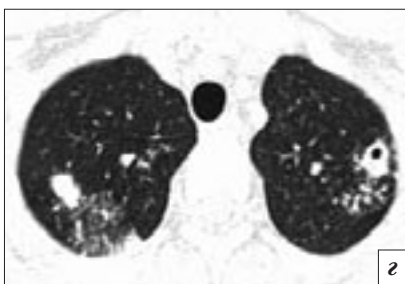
Компьютерные томограммы пациента С., 11 лет. Туберкулез внутригрудных лимфатических узлов в фазе инфильтрации, осложненный лимфогенной диссеминацией (микобактерии туберкулеза выявлены методом люминесцентной микроскопии): *а* – конгломерат паравазальных лимфатических узлов верхнего средостения; *б* – увеличенные паравазальные, ретрокардальные лимфатические узлы и лимфатические узлы аортального окна; *в* – увеличенные бронхопульмональные лимфатические узлы; *г* – очаги лимфогенного обсеменения в легких и полость распада в S1–S2 левого легкого.
